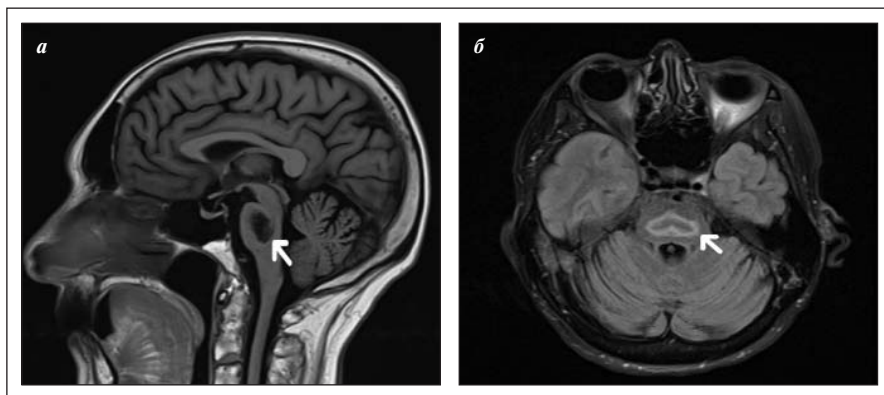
Магнитно-резонансные томограммы головного мозга пациентки Н., T1-взвешенные изображения (а — сагиттальный срез; б — аксиальный срез) от 16.02.2021. Изменения МР-сигнала в стволовых структурах на уровне моста (указано стрелками). Патологического накопления контрастного вещества в головном мозге не выявлено
